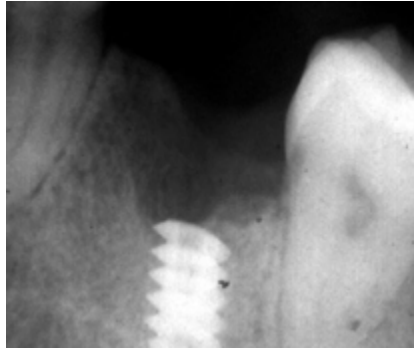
Radiografía del paciente observándose el implante fracturado y una gran absorción ósea
